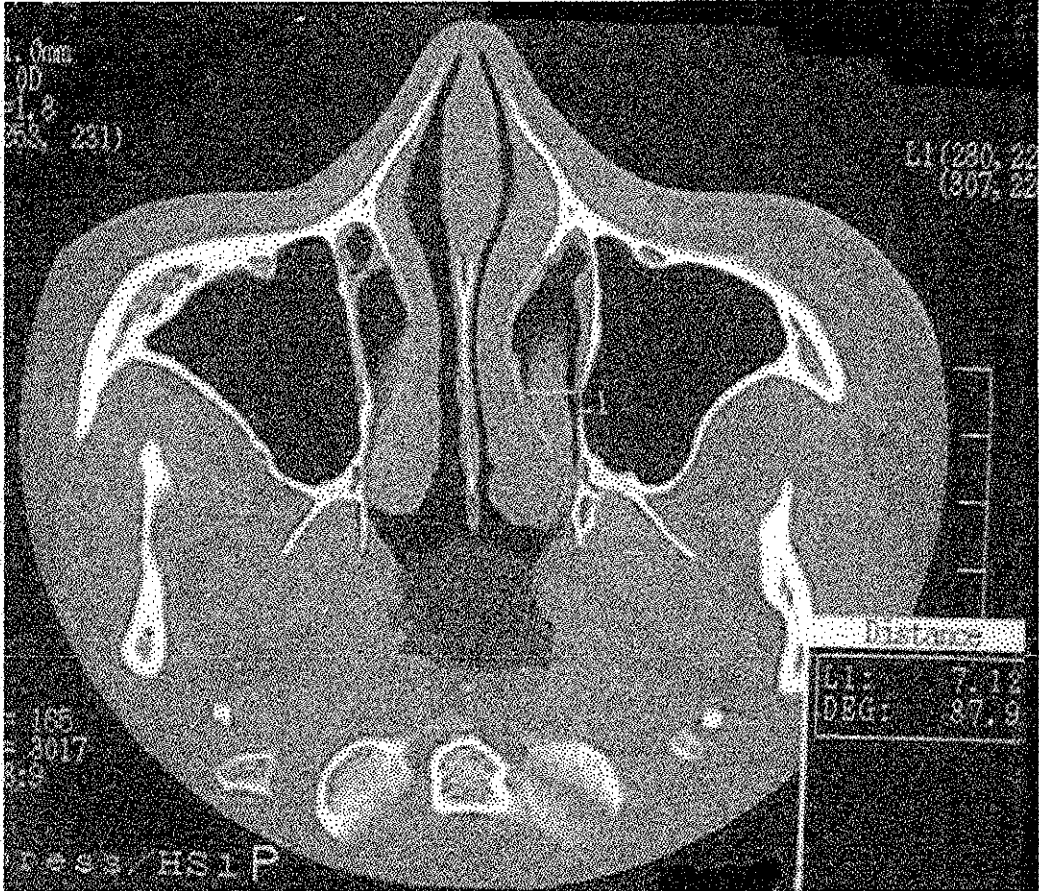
TC AXIAL. DIÁMETRO TRANSVERSAL A NIVEL DEL
